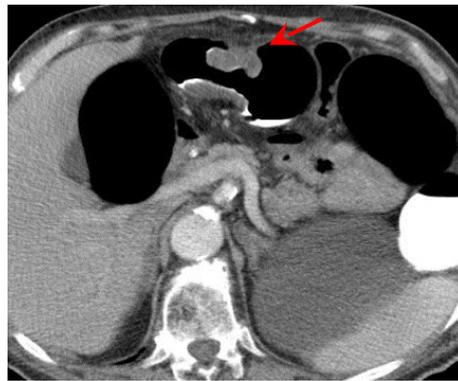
TC con m.d.c. (mezzo di contrasto) di carcinoma del colon trasverso
